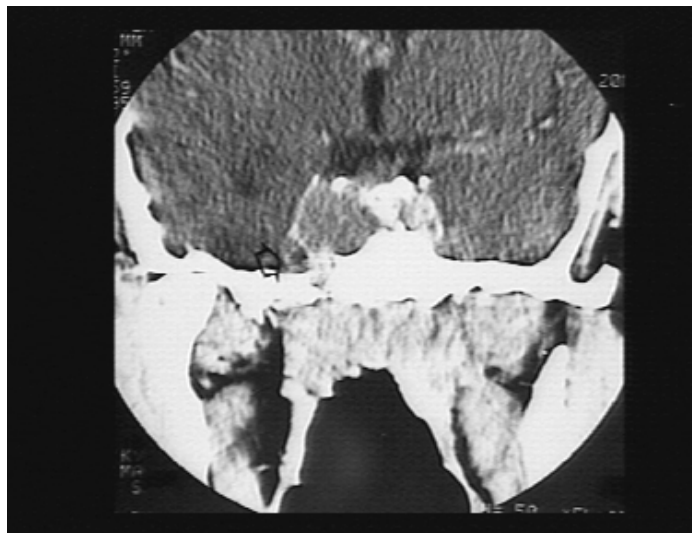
TDM après IV, coupe coronale : Envahissement du sinus caverneux droit, refoulement de la carotide interne intra-caverneuse et du ganglion de Gasser (flèche ouverte).
